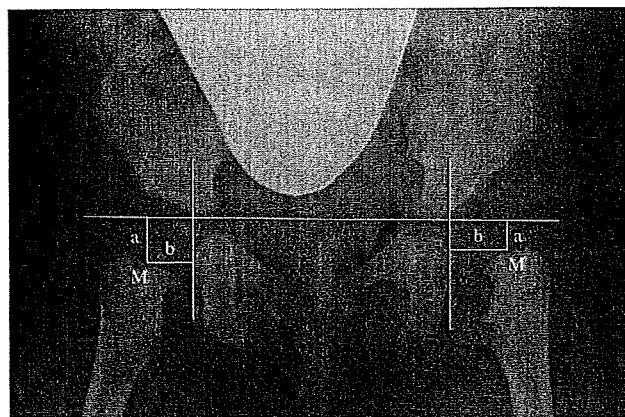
A plain anteroposterior radiograph taken before initial treatment. The letter M marks the middle point of the proximal metaphyseal border of the femur. Distance *a* represents the distance between M and the Hilgenreiner line, and distance *b* represents the distance between M and the line that is adjacent to the lateral border of the ischium.
